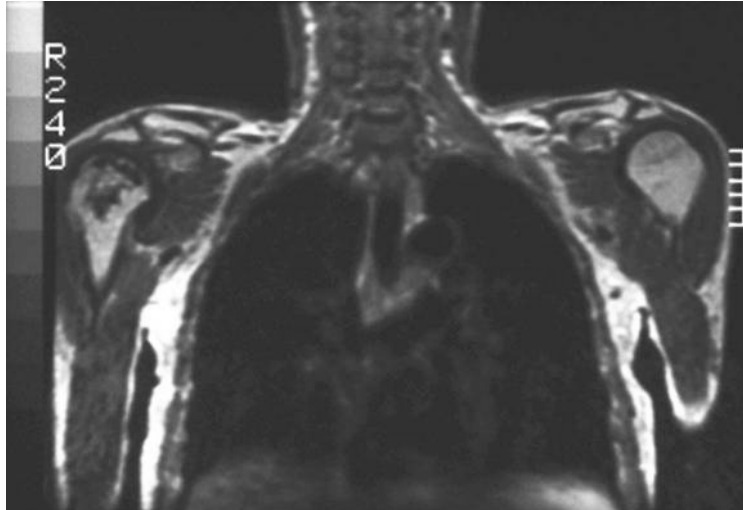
OND de l'épaule droite (IRM vue frontale).
